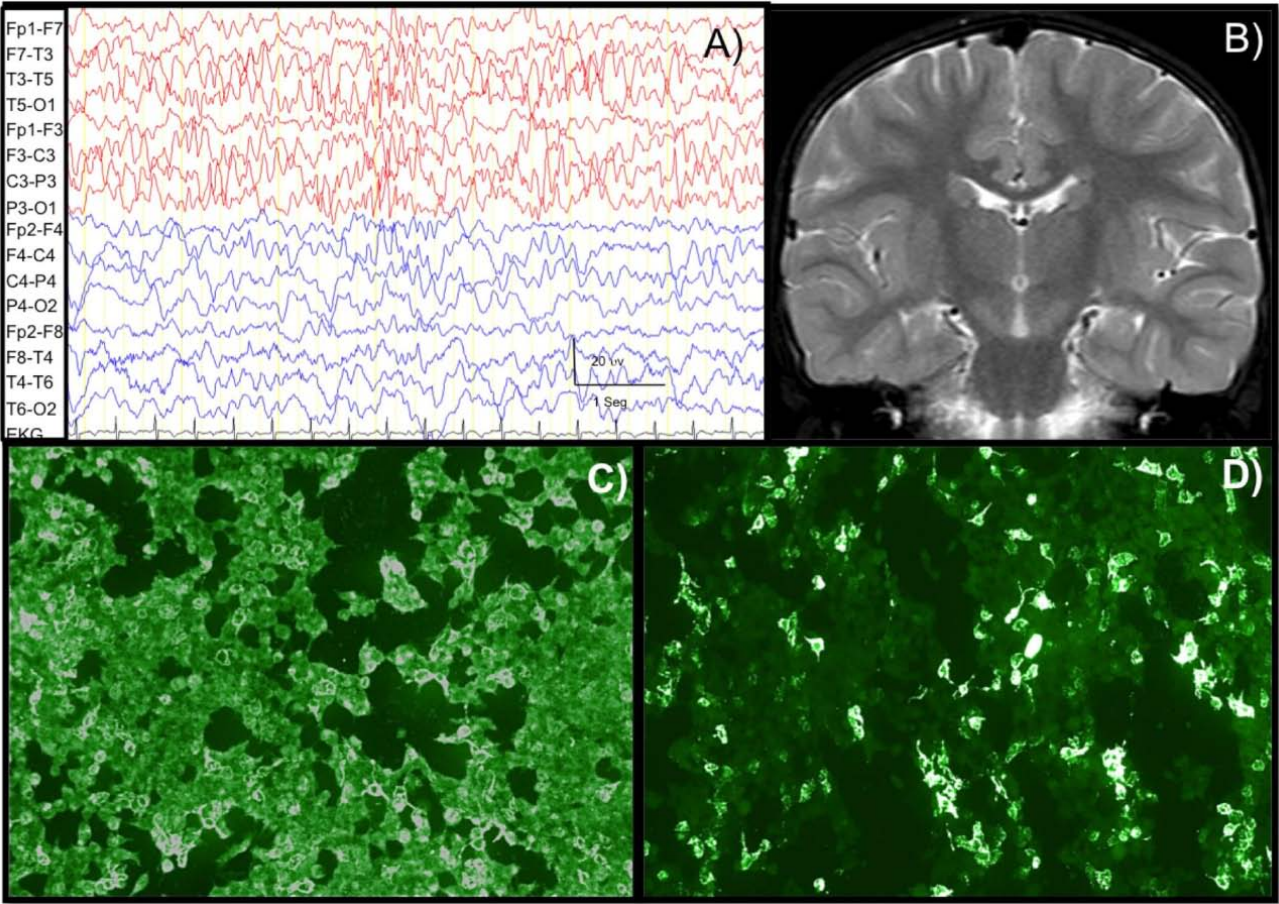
Patient 2 - A) Interictal EEG Sharp waves frequent in the fronto-temporal regions. B) Brain MRI coronal FLAIR normal. C-D) Indirect immunofluorescence. Substrate: transfected cells. Positive reaction with transfected cells expressing the NMDAR. C) Serum reactivity of the patient. D) CSF reactivity of the patient.
